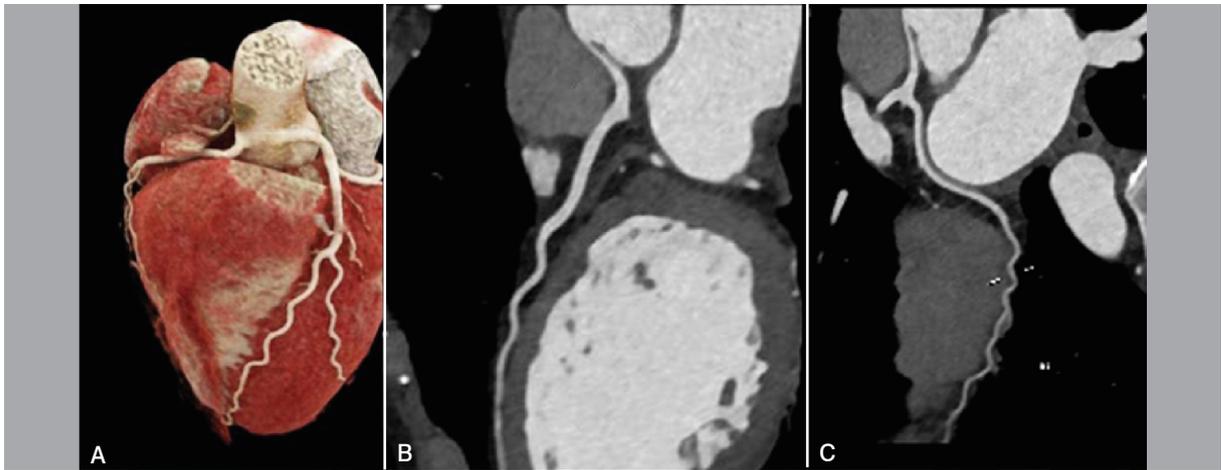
Paciente com 23 anos e história de morte súbita na família, decide iniciar corridas, quando apresenta episódio de síncope. A tomografia computadorizada feita para elucidar o quadro clínico, mostra origem do tronco da coronária esquerda, a partir do seio de valsalva direito, acima do plano da junção sinotubular, em ângulo agudo, com segmento intramural e imagem de compressão significativa proximal. Foi optado pelo tratamento cirúrgico e o paciente evoluiu bem, assintomático, correndo três vezes por semana.
